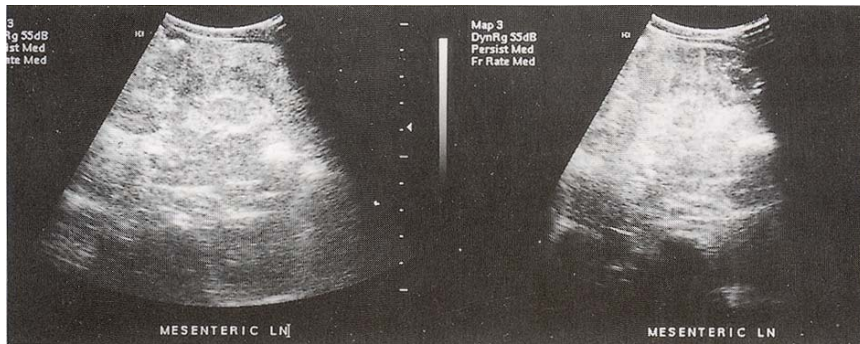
Abdominal ultrasonogram reveals enlargement of multiple mesenteric lymph nodes.
